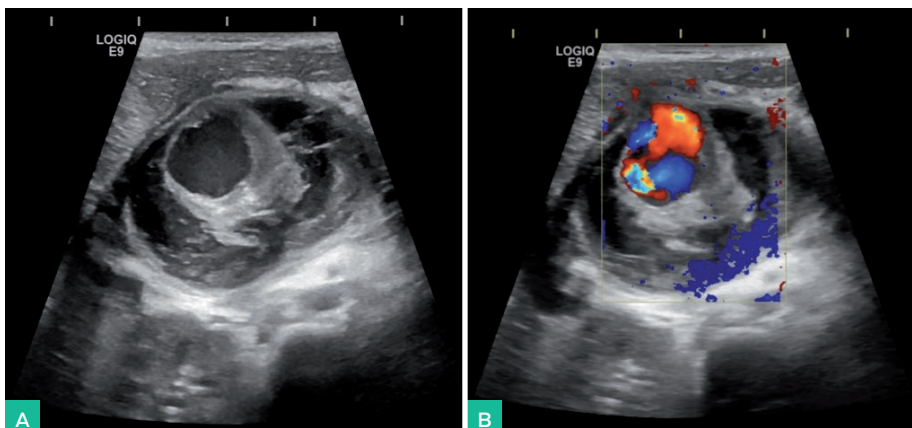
Ecografía abdominal y angioTC que muestra pseudoaneurisma dependiente de la arteria hepática propia, localizado en el interior de un pseudoquiste.
